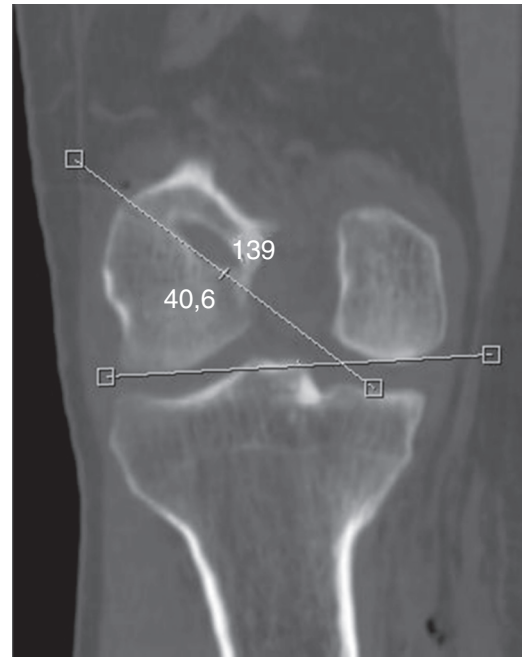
Medida da inclinação do túnel femoral na TC.
